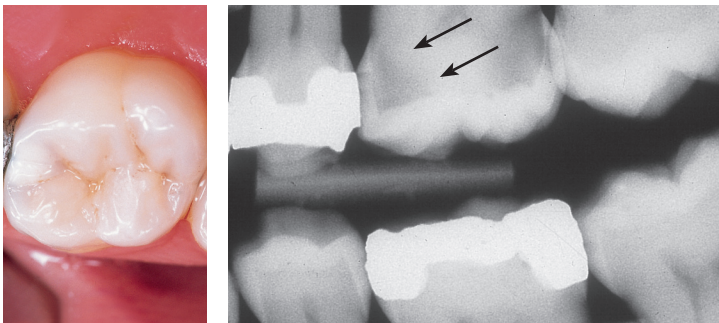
Клинический осмотр и прикусная рентгенограмма.
